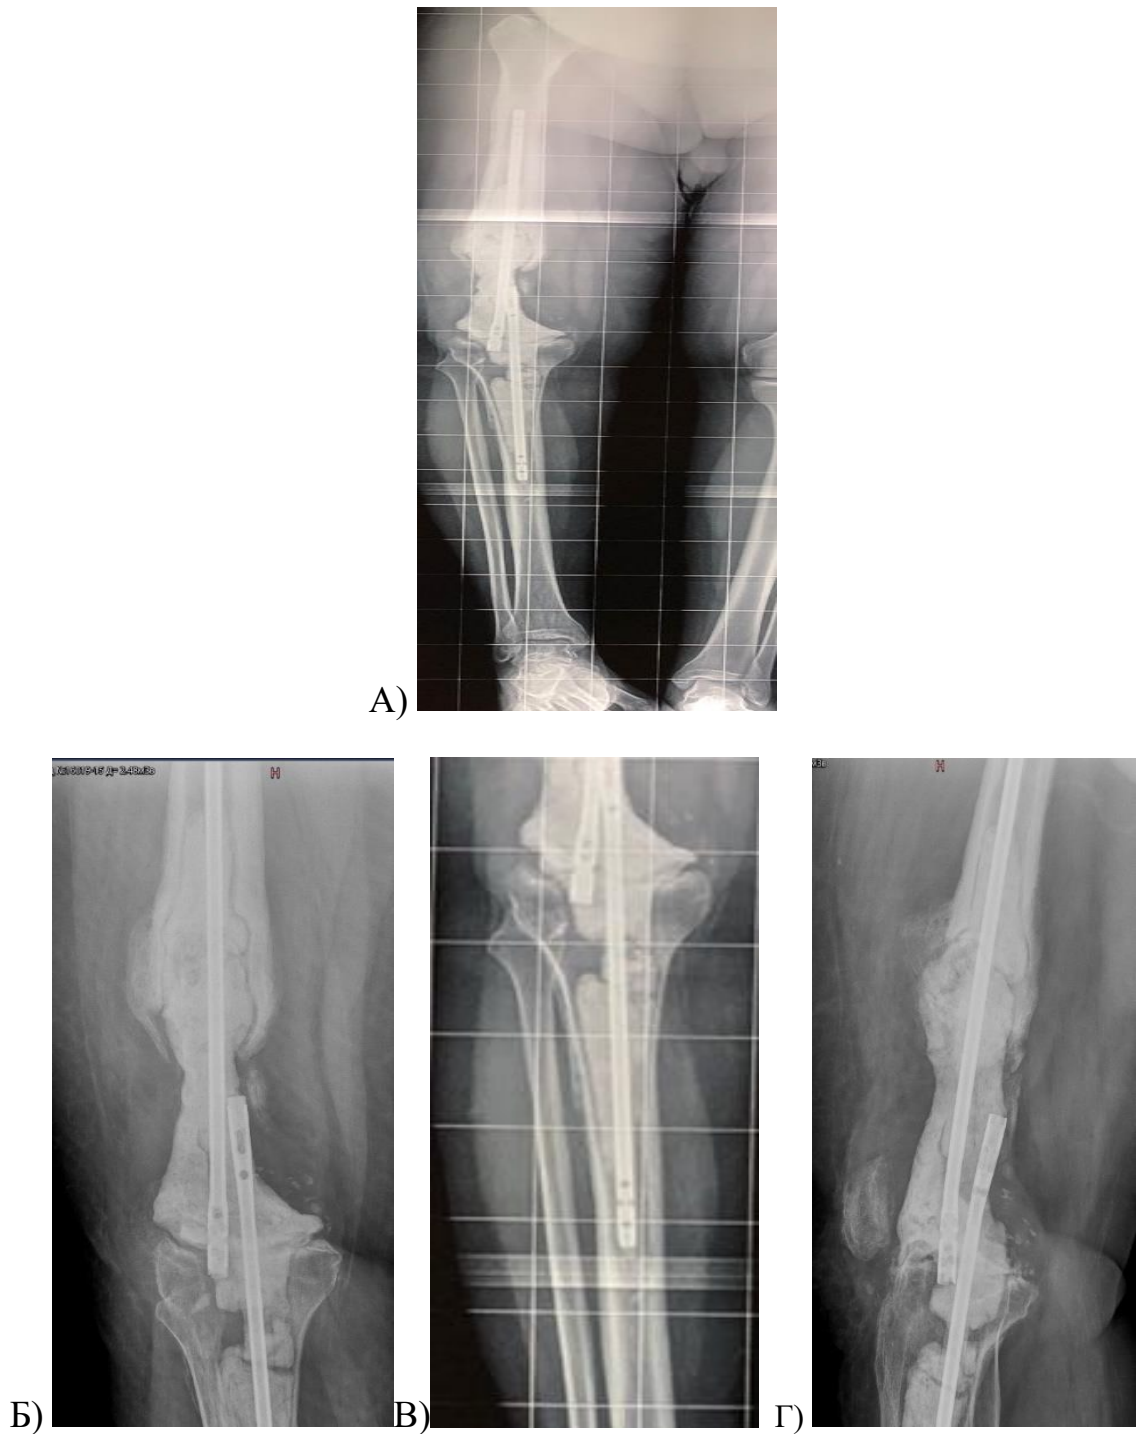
Рентгенограммы пациента до операции: а) телерентгенограмма нижних конечностей; б) прямая проекция дистальный отдел бедра; в) прямая проекция проксимальный отдел большеберцовой кости; г) боковая проекция коленный сустав
